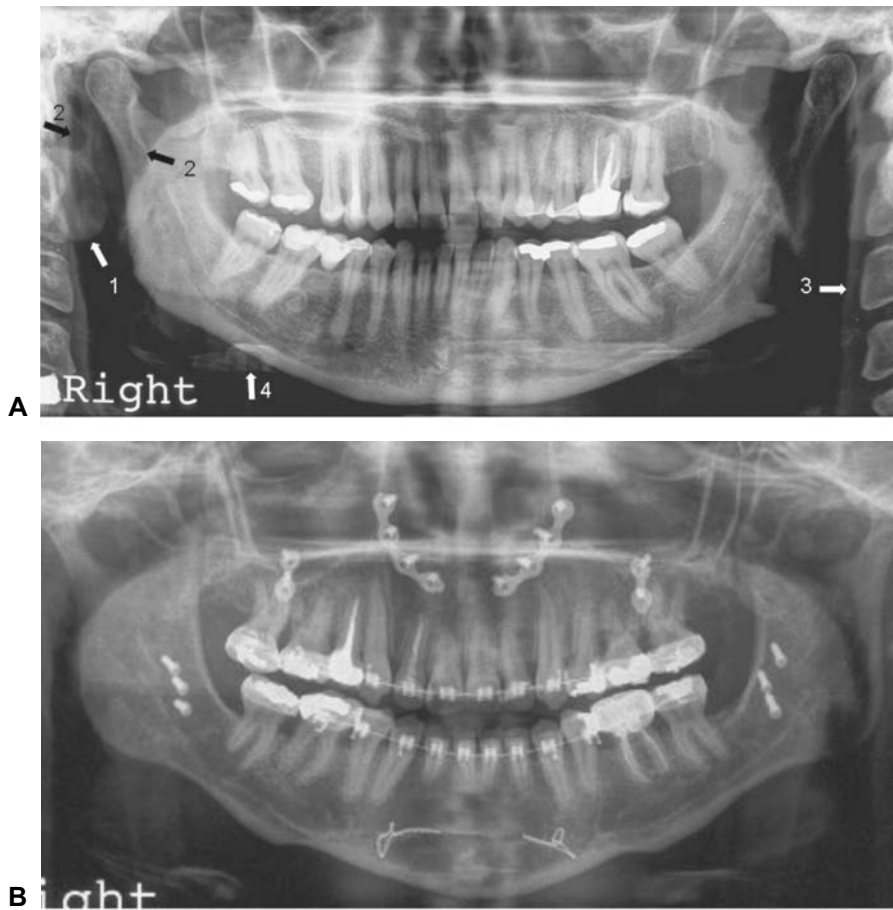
En la figura (A) se muestra una radiografía panorámica en la que a pesar de ser de excelente calidad, se observan algunos artefactos propios de esta técnica, como el lóbulo de la oreja (1), la vía aérea (2), las vértebras (3), el hueso hioides (4), entre otros. Sin embargo, es una excelente herramienta para la valoración del esqueleto maxilofacial, como se muestra en (B), que es una toma de control posoperatorio de dos años, posterior a cirugía ortognática, nótese la excelente visualización del material de osteosíntesis.
